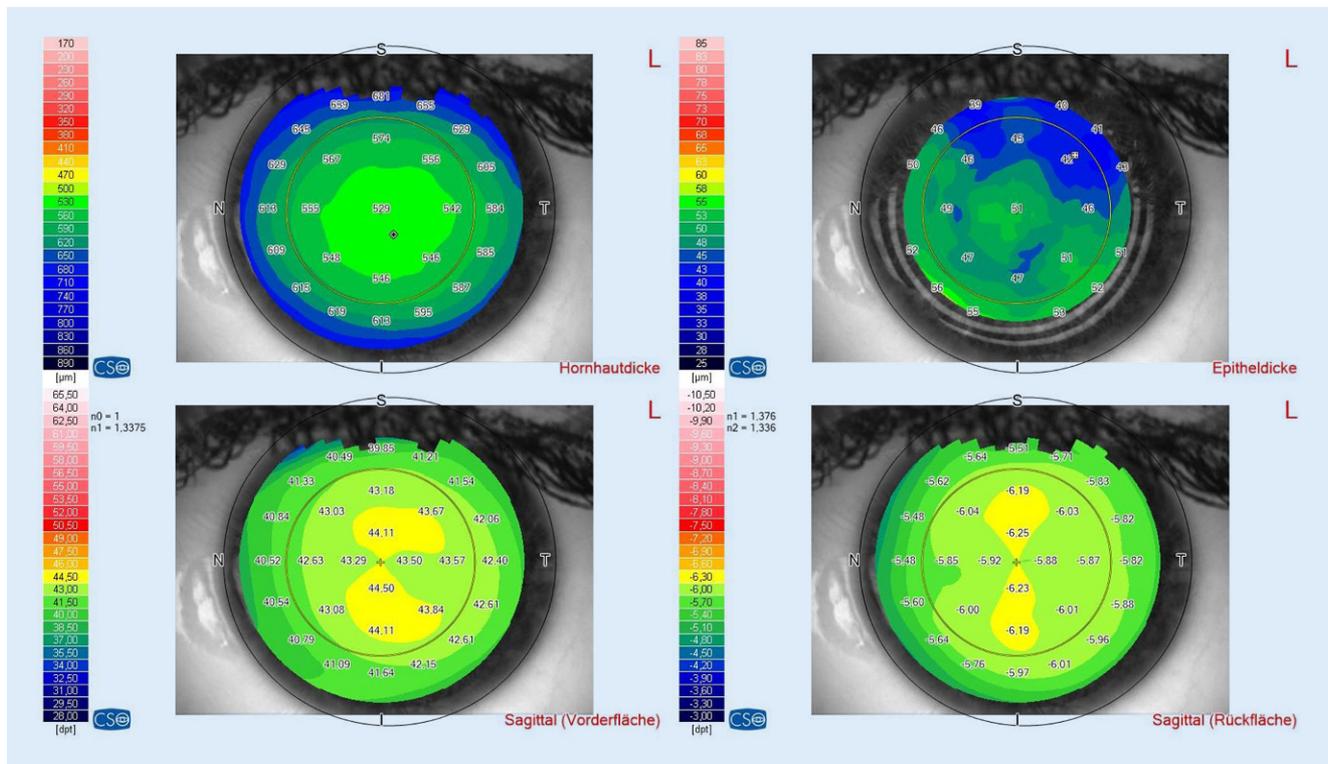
▲ Postoperative Vermessung des vorderen Augenabschnitts des linken Auges mittels optischer Kohärenztomographie
